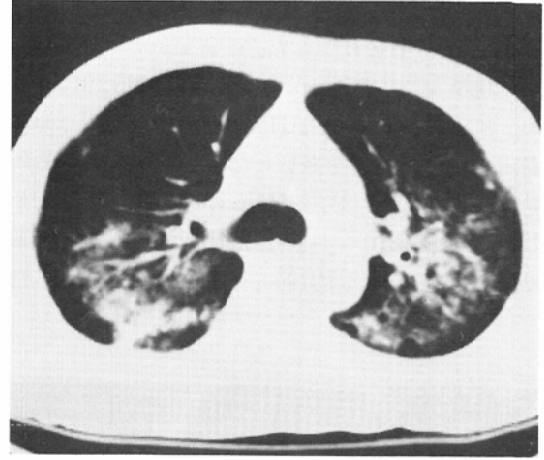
Case 2, computed tomogram of the chest. Bilateral pulmonary infiltrates are evident. CT number of the infiltrated area was between -300 to -400.
